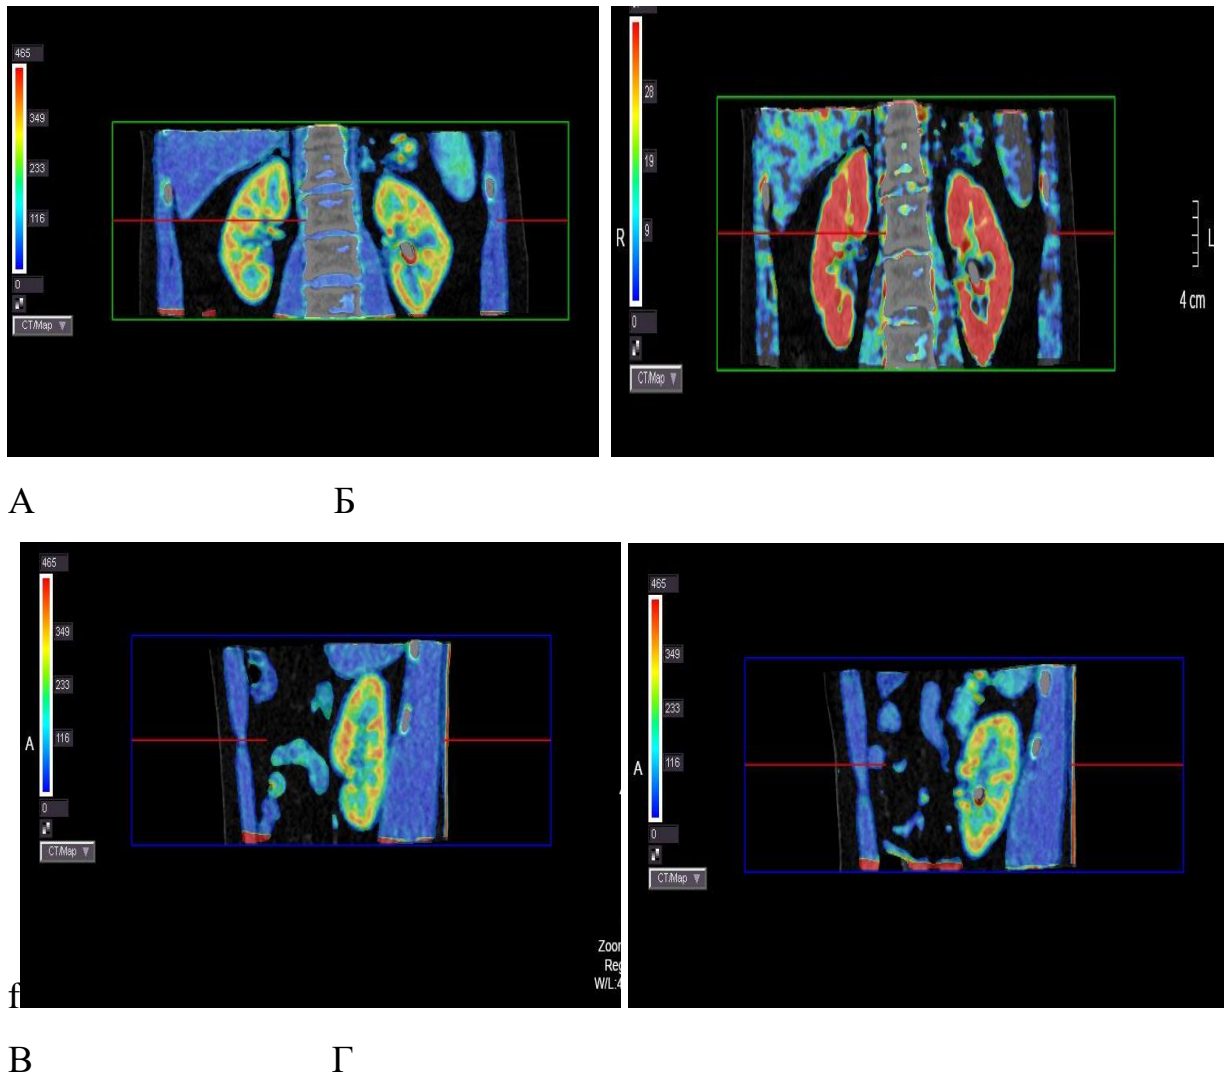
Пациентка М., 49 л. КТ-перфузия (А-Г) почек с камнем левой почки. МПР. На изображениях продемонстрировано измерение двух основных показателей почечного кровотока (AF, BV)
